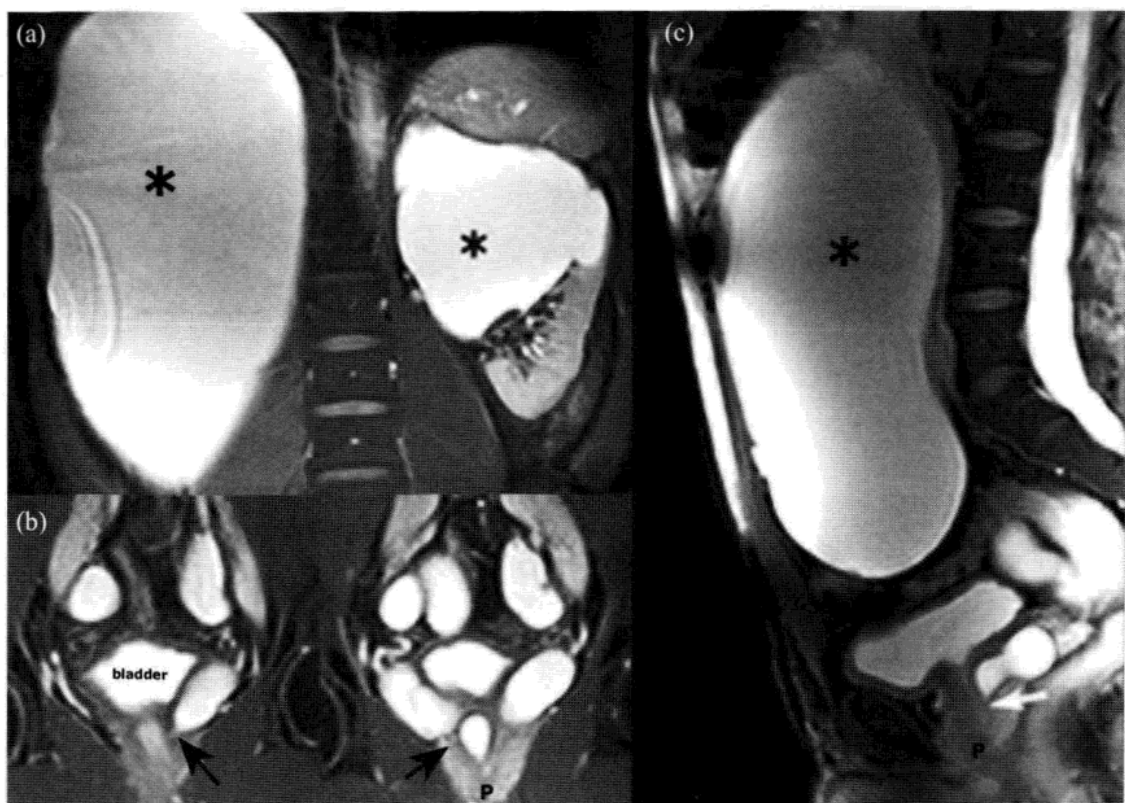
双侧输尿管异位连接。(a)MRI, T₂加权: 双侧集合系统上段完全性复制引起肾盂积水(*)。(b)盆腔 MRI: 双侧上段输尿管异位连接, 位于膀胱水平以下, 尿道前列腺部或射精管内(黑箭)。(c)右侧矢状位。右侧上段输尿管汇合于精阜上方(箭)。(P)前列腺。
